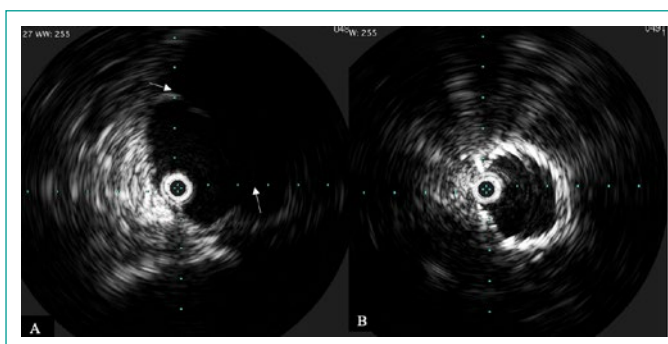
Ultrasonido intravascular. A) úlcera aórtica infrarrenal (flechas blancas). B) conformación radial de endoprótesis.
